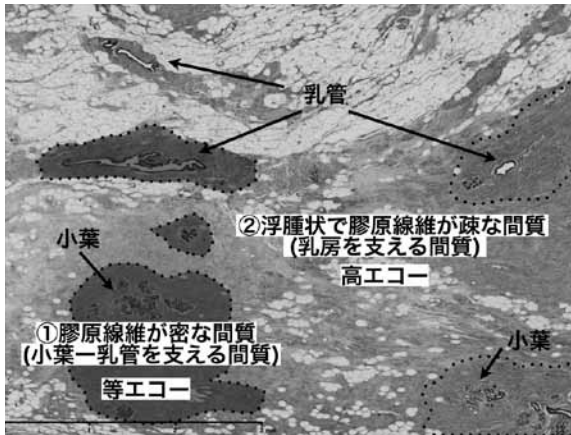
50代乳房正常部の2種類の間質。①膠原線維の密な間質は残存している(点線)。USではこの範囲が等エコーに見え、細かい縞模様～細かい豹紋柄で見えている(点線グレー囲い部)。②浮腫状で膠原線維が疎な間質部に脂肪細胞が増えている。USでは高エコーに見える。
